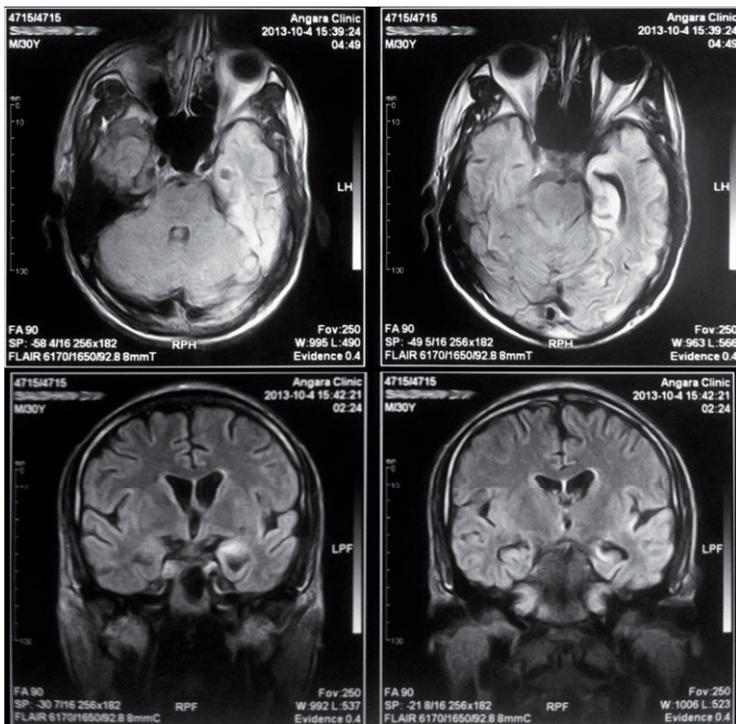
На МРТ в режиме FLAIR, в аксиальной и коронарной проекциях в левых височных (гиппокамп) и частично в затылочной долях в
